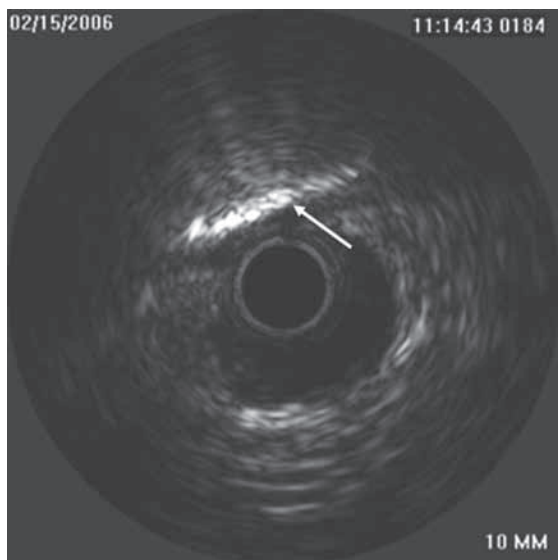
ВСУЗИ. Атеросклеротическая бляшка (стрелка). Кальцификация свидетельствует о стабильной фиброзной бляшке (предоставлено А. Iancu)
